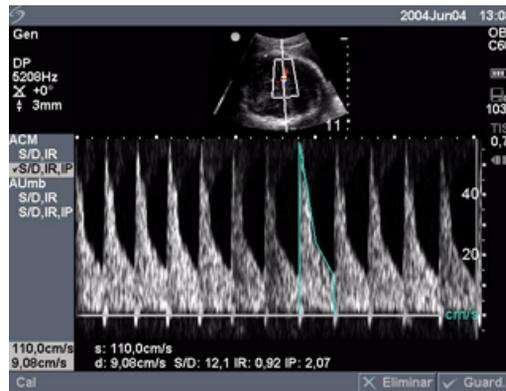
Cálculo del Doppler obstétrico
